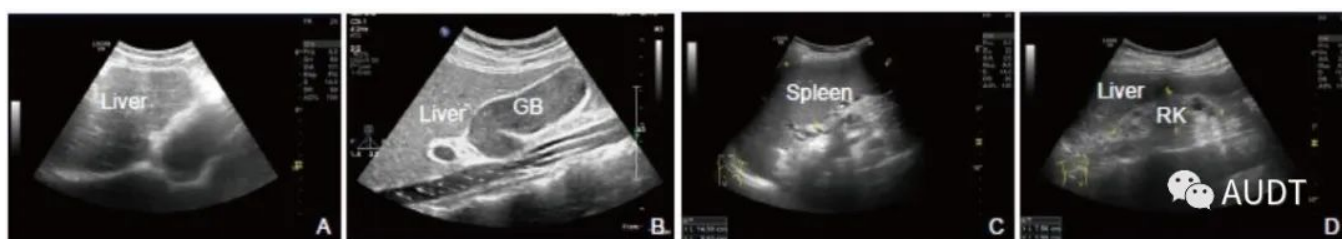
床旁腹部超声。床边急诊超声可以发现其他COVID-19患者伴有其他系统的病变，为临床诊治提供依据。A：肝脏弥漫性慢性损害;B：胆囊内胆汁淤积;C：脾脏体积增大;D：双肾萎缩，慢性损害改变。(GB：胆囊;RK：右肾)
